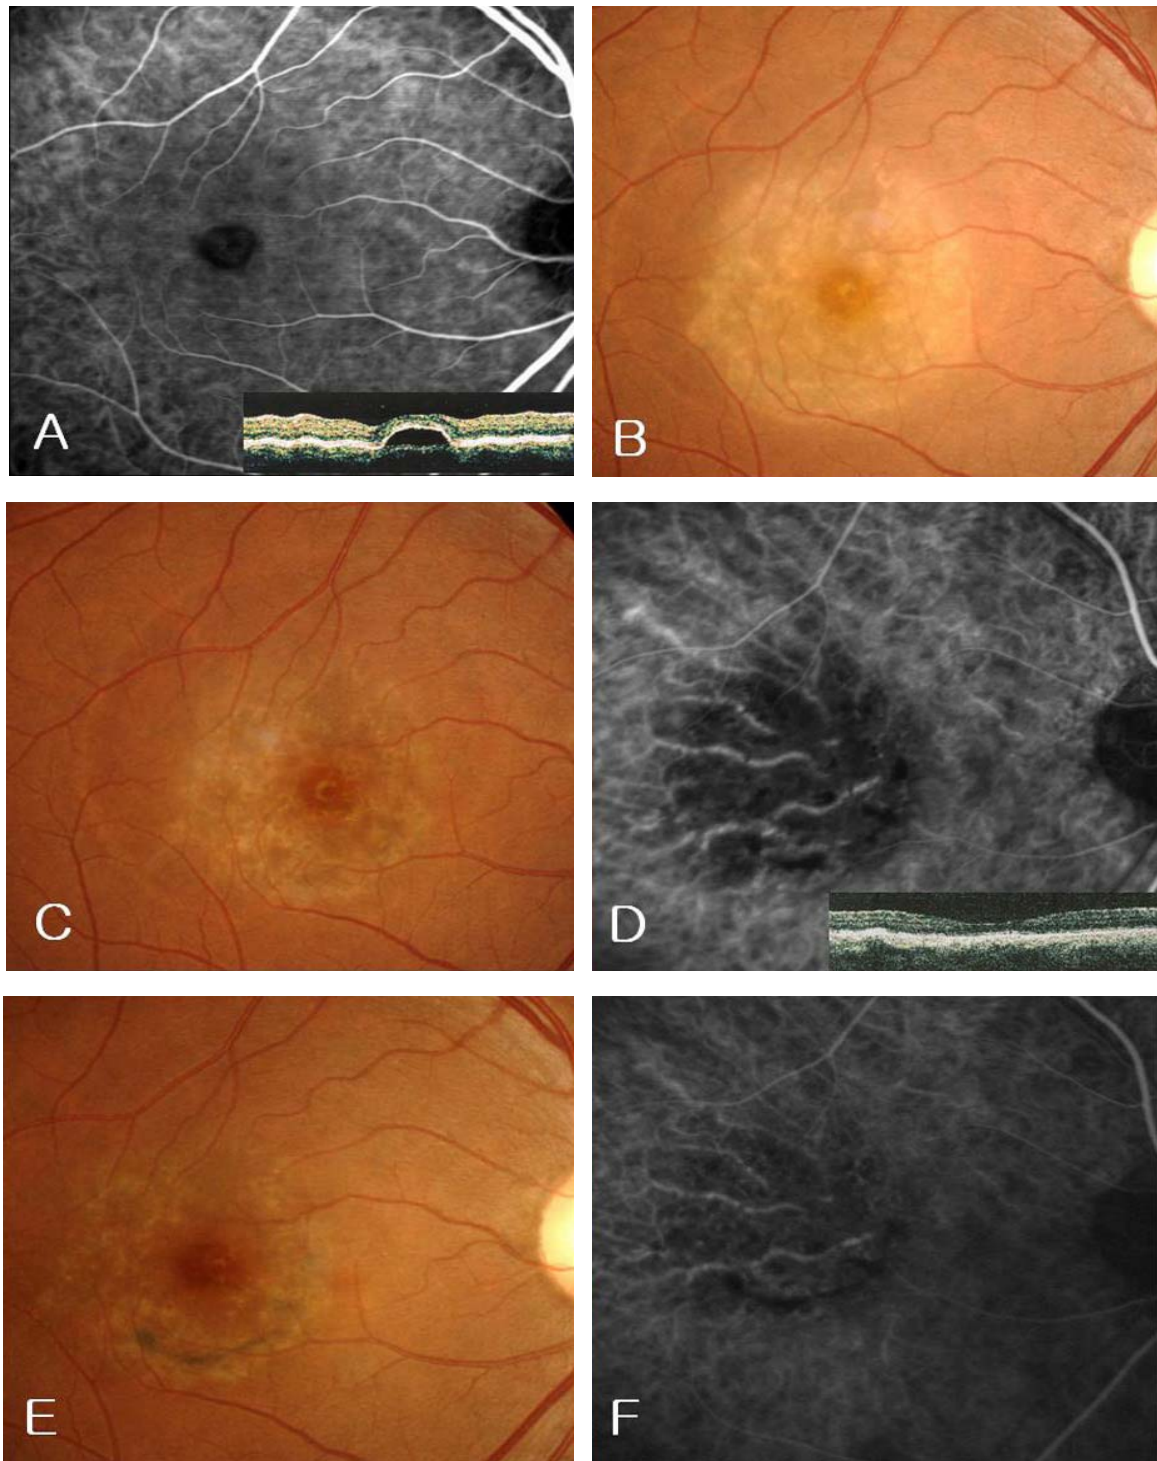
Choroidal ischemia after photodynamic therapy (PDT) in patient 3. Pre-treatment indocyanine green angiography (ICGA) and optical coherence tomography (OCT) showed retinal pigment epithelial detachment in the center of macula (A). In this patient, visual acuity was 1.0 and PDT was applied due to severe metamorphopsia. One week after PDT, visual acuity decreased to 0.3, and the fundus corresponding to the laser spot was pale (B). One month after PDT, visual acuity slightly improved to 0.6, but fundus photography showed still remained retinal whitening corresponding to the laser spot (C). At this time, pigment epithelial detachment was completely resolved in OCT but ICGA showed choroidal nonperfusion (D). One year after PDT, visual acuity improved to 1.0. At this time, fundus photography and ICGA revealed reperfusion of choriocapillary to some extent, but there was remained choroidal non-perfusion at the site of laser application (E, F).
